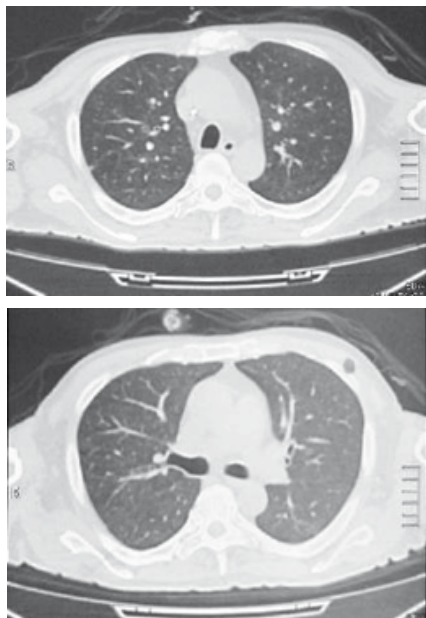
КТ органов грудной клетки от 20.12.2012 г.
